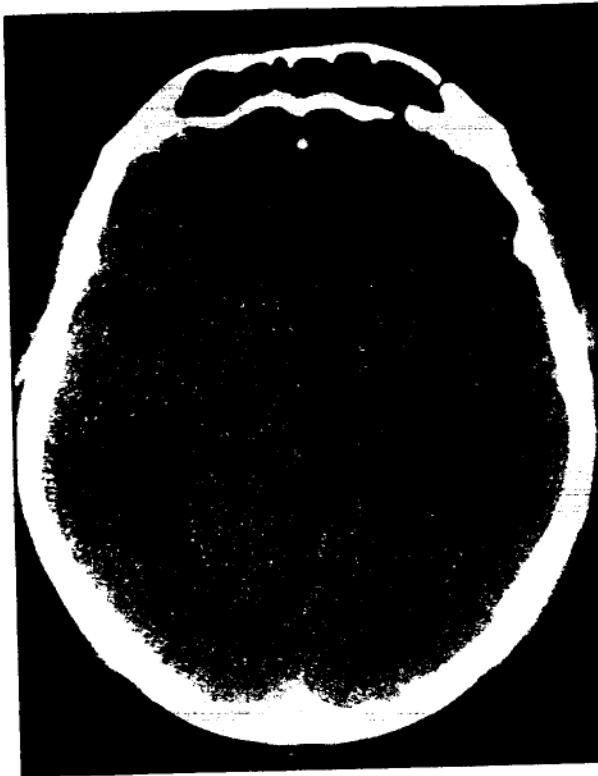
CT cerebral nativ
